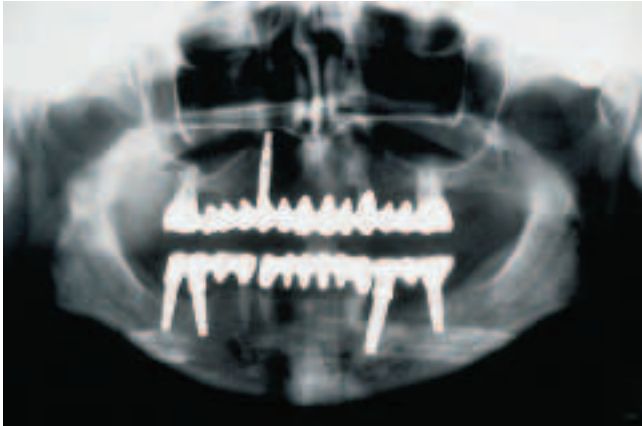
Die Röntgenübersichtsaufnahme zeigt im Unterkiefer eine dreigeteilte Suprakonstruktion auf Zähnen und Implantaten. Im Oberkiefer wurde zwecks Wiederherstellung des strategisch wichtigen Eckzahnes ein Implantat verankert.
